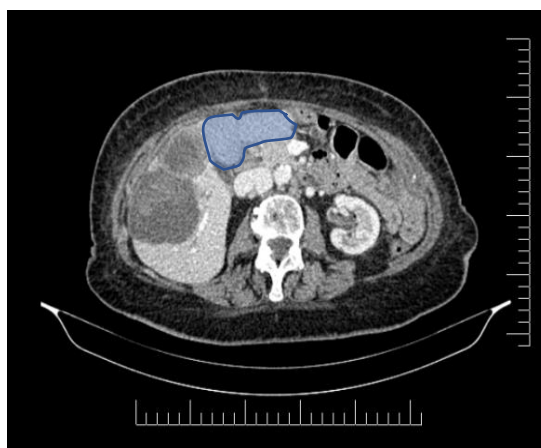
CT abdomen. Volumul ficatului residual 18%
